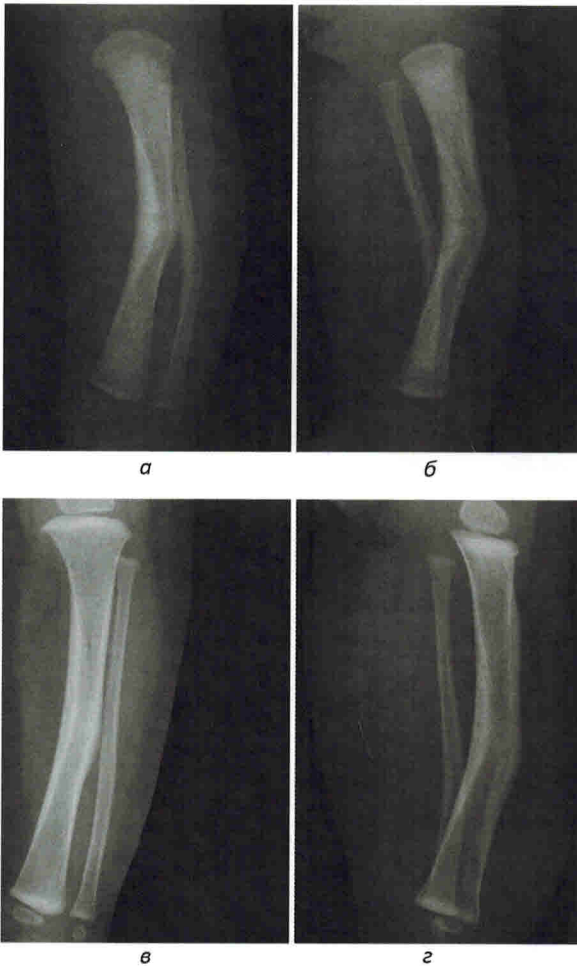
Рентгенография голени ребёнка в возрасте 4 недель в переднезадней (а) и боковой (б) проекциях: врождённое варусное искривление и рекурвация большеберцовой кости. В переднезадней проекции визуализируется утолщение кортикального слоя в центральной части большеберцовой кости, в особенности с внутренней стороны, а также сужение костномозгового канала. (в, г) Рентгенография в возрасте 2,5 года. Наступило спонтанное исправление деформации
